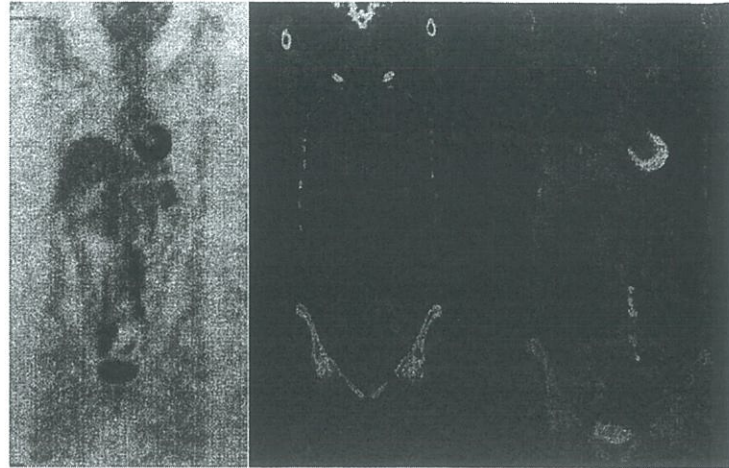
PET SCAN, Ca recidivante de Ovario, HCAM
